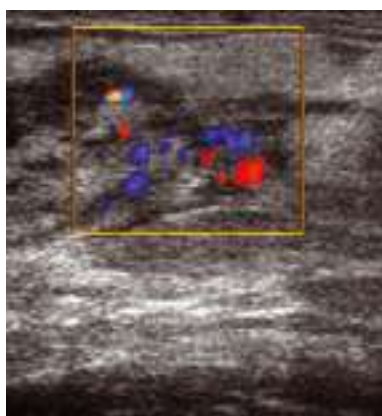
Doppler couleur : vascularisation intra-lésionnelle.
